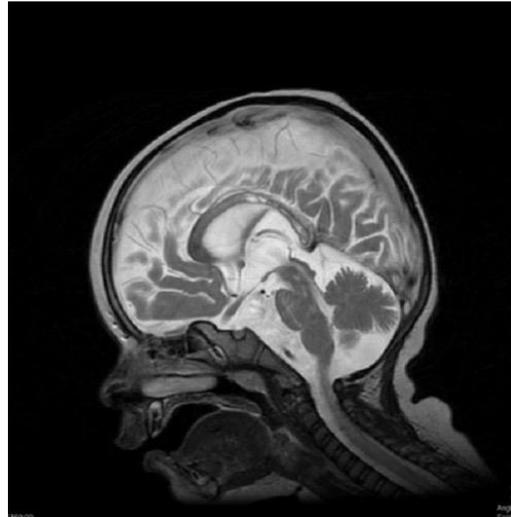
Fonte: Lecturio, 2021.” Um menino de 13 meses com desmielinização difusa (hiperintensidade) do corpo caloso na ressonância magnética, característica da doença de Krabbe”.
